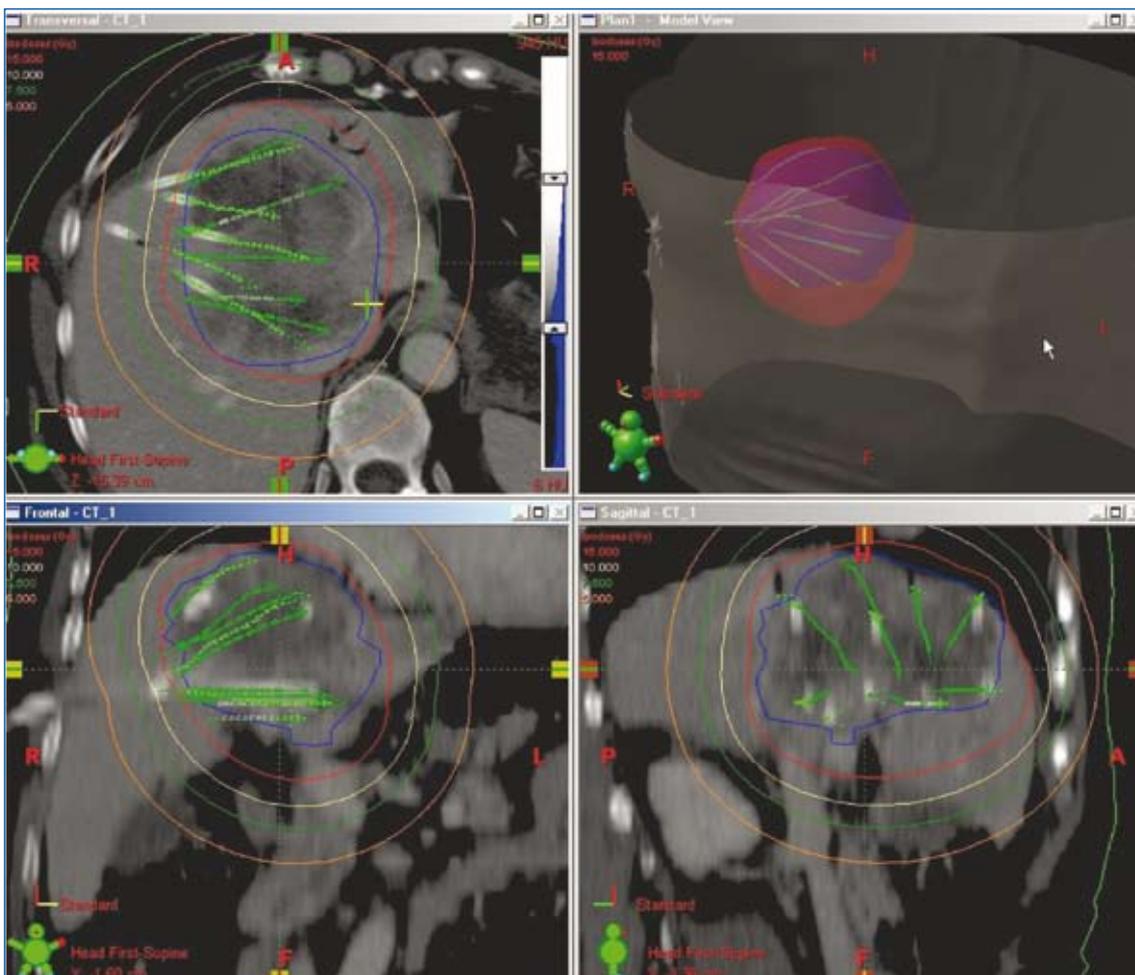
Fusion der CT und 3D-Dosimetrie während der CT-gestützten Brachytherapie. Eine ¹⁹²Iridium-Quelle wird über CT-fluoroskopisch positionierte Katheter temporär in die Lebermetastasen eingebracht. Die blaue Linie umschreibt das klinische Zielvolumen. Die rote Linie entspricht der 15Gy-Isodose.
